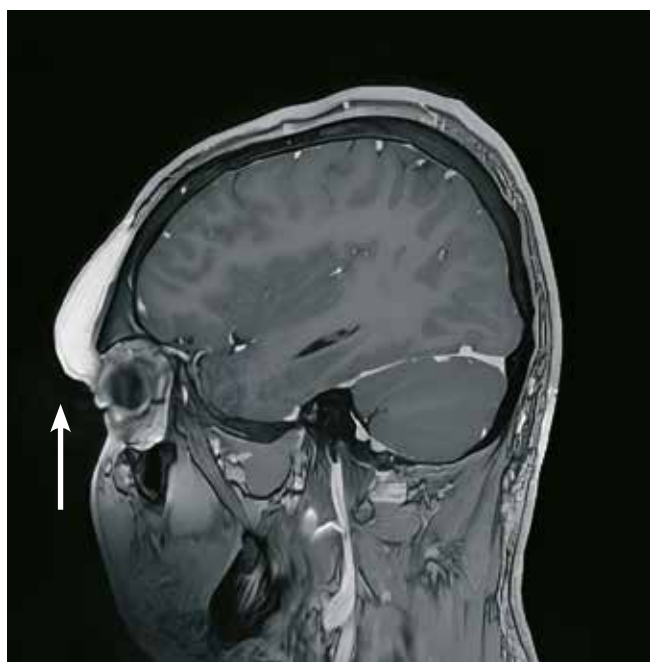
Клинико-рентгенологические данные. МР картина подкожной нейрофибромы правой лобной области (стрелка)
